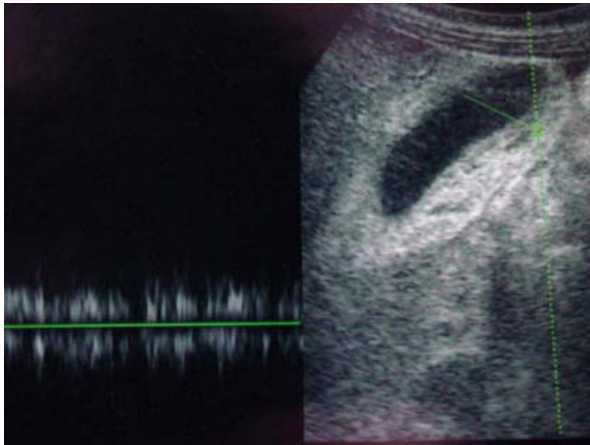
Doppler duplex da parede da vesícula biliar com varizes. Observa-se baixo fluxo venoso.
